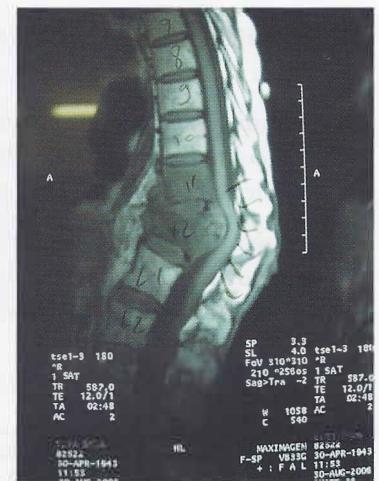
RM de coluna tóraco-lombar ponderada em T2 pré-operatória
